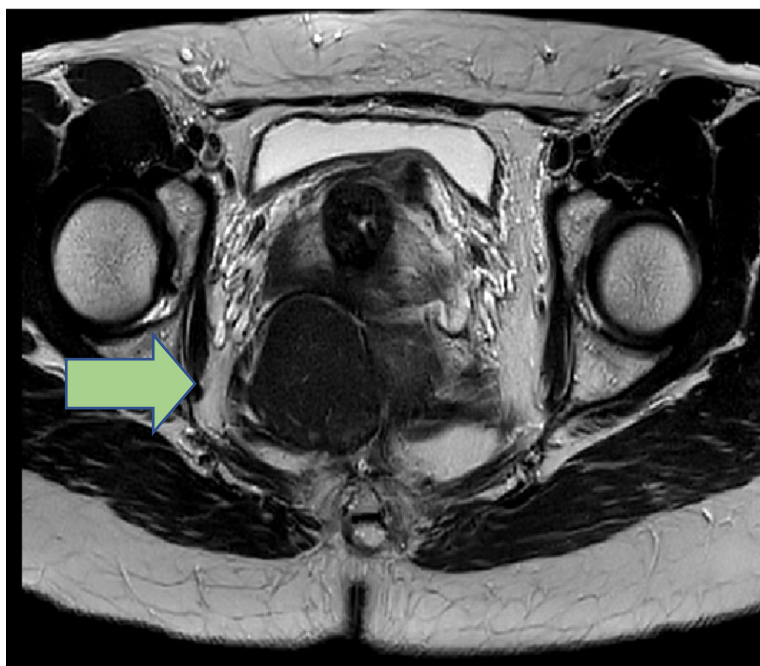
RMN: lesión quística retrorrectal.
